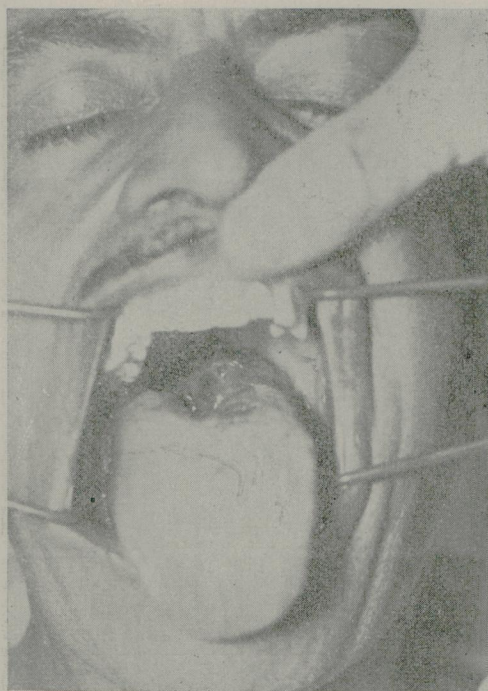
A — Reticulo-sarcoma da base da língua. B — Desaparecimento total do tumor, 1 ano e 6 meses, após ser tratado pela roentgentherapia. (Reg. C. P. 499).
